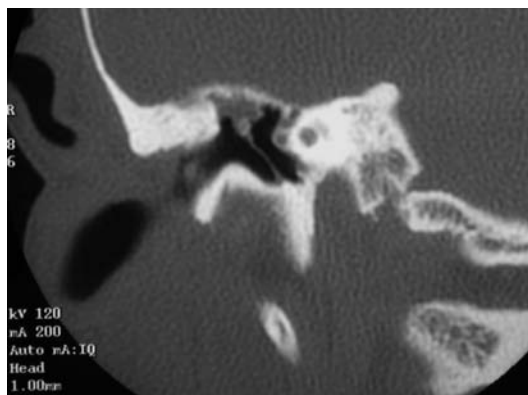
Colesteatoma atical que ha erosionado el muro del alojamiento. TC coronal.
